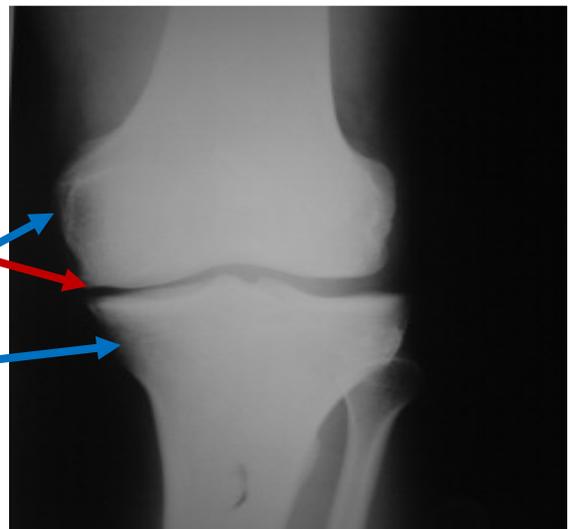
a : Radiographie du genou de face objectivant une arthrose fémorotibiale interne
